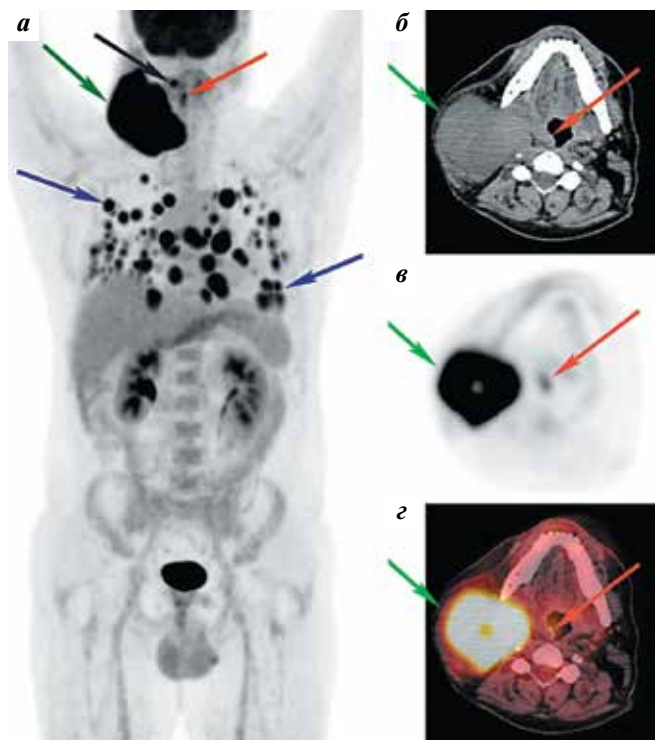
Плоскоклеточный рак ротоглотки до лечения: а – позитронная эмиссионная томография (ПЭТ) с ^{18}F -фтордезоксиглюкозой, проекция максимальной интенсивности, фронтальная плоскость; б – компьютерная томография (КТ) без контрастного усиления, аксиальный срез; в – ПЭТ, аксиальный срез; г – ПЭТ, совмещенная с КТ, аксиальный срез. Очаговое накопление ^{18}F -фтордезоксиглюкозы в образовании ротоглотки справа (красная стрелка), в конгломерате лимфатических узлов шеи справа (зеленая стрелка), в одиночном ретрофарингеальном лимфатическом узле справа (черная стрелка), во множественных узловых образованиях обоих легких (синие стрелки)
